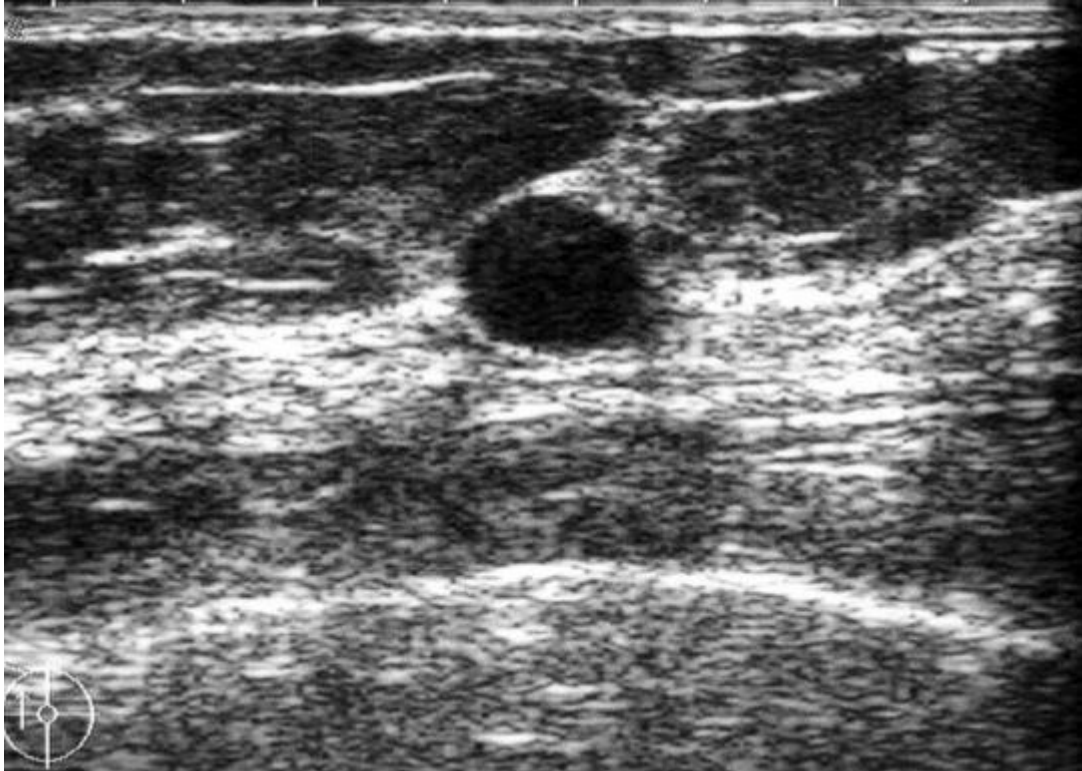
B] Cancer médullaire mammaire ; l'échographie révèle une masse hypoéchogène circulaire, bien circonscrite et finement hétérogène..
